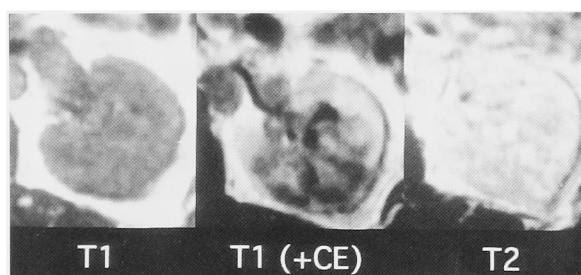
T1-weighted MRI showed a slightly heterogeneous low-intensity-mass, which was slightly and heterogeneously enhanced with Gd-DTPA. This mass showed a high intensity on T2-weighted imaging.
